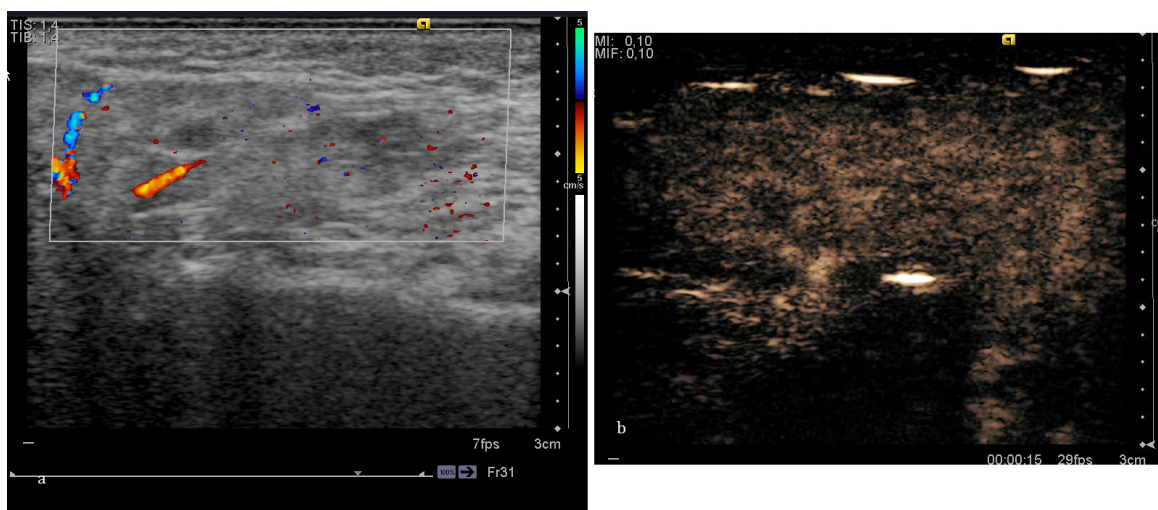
Ecografie optimizată cu substanță de contrast la un pacient cu patologie inflamatorie parotidiană. a - Examinare cu tehnica Doppler, b - Ecografie optimizată cu agenți de contrast.
